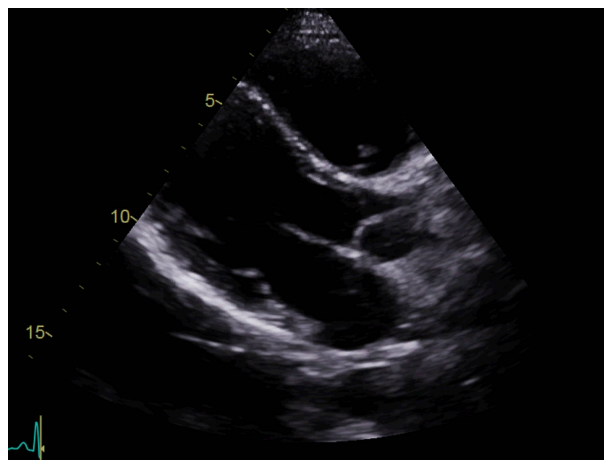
Ausencia de cardiopatía estructural en ecocardiograma.
